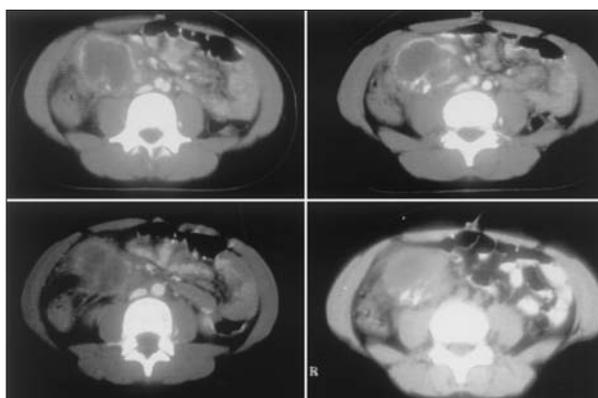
TC abdominal: masa en fosa ilíaca derecha de baja atenuación heterogénea de 5-5-4 cm con captación periférica e irregular. Calcificaciones bizarras en su borde inferior interno. Compresión de la vena cava inferior.
